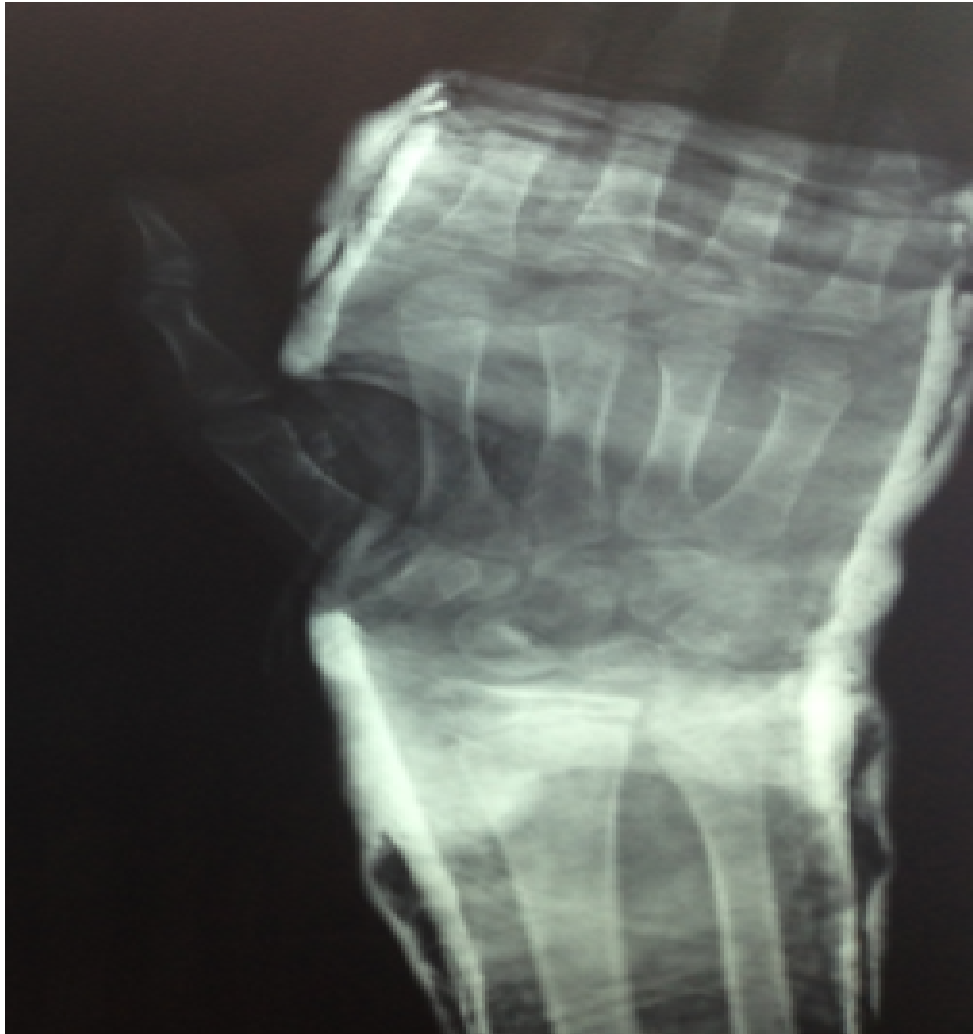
Radiographie de face de la main gauche en supination montrant une instabilité du foyer fracturaire et échec de la réduction de la fracture du col du 5^e métacarpien avec persistance d'une angulation de 45 °
